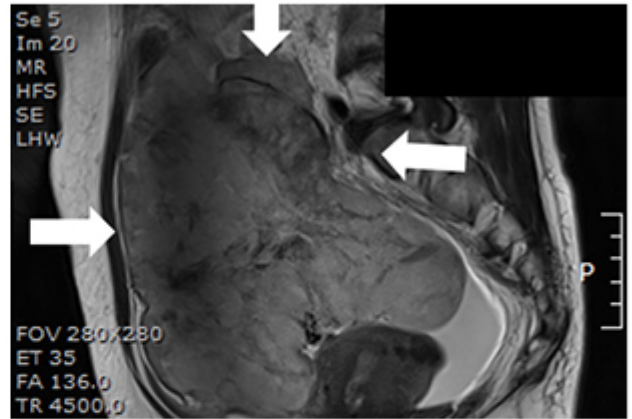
b, MRI T2-carcinosarcoma of ovary, intermediate to high(heterogenous)
